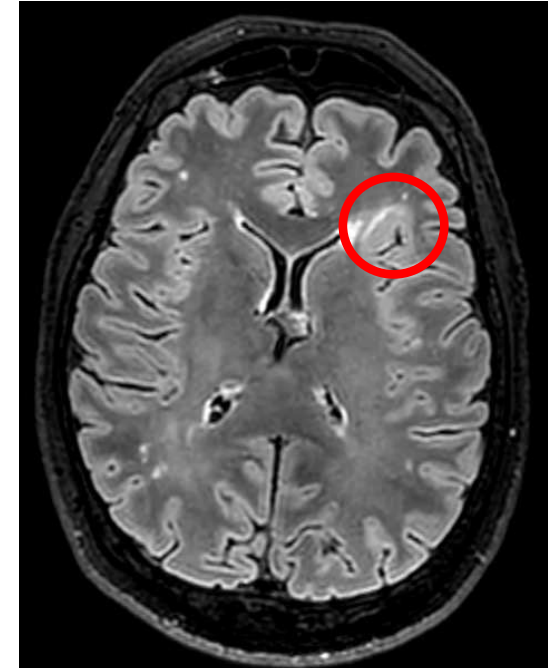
Engrosamiento cortical con hiperseñal córtico-subcortical en T2/FLAIR en porción más anterior del córtex insular izquierdo con extensión al asta frontal del VL, compatible con *DCF tipo II* como probable foco epileptógeno.
